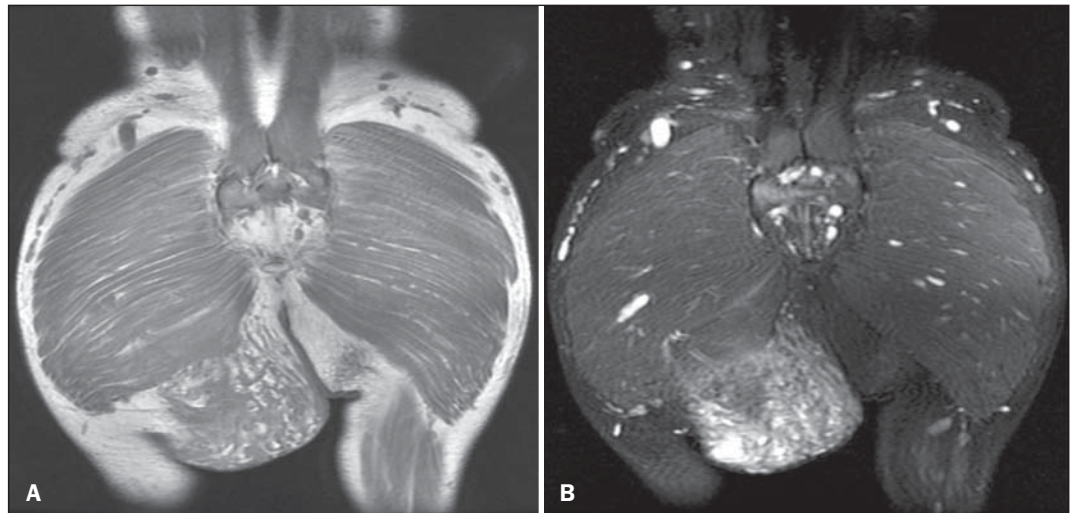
Ressonância magnética, cortes coronais ponderados em T1 sem saturação de gordura (A) e STIR (B).
